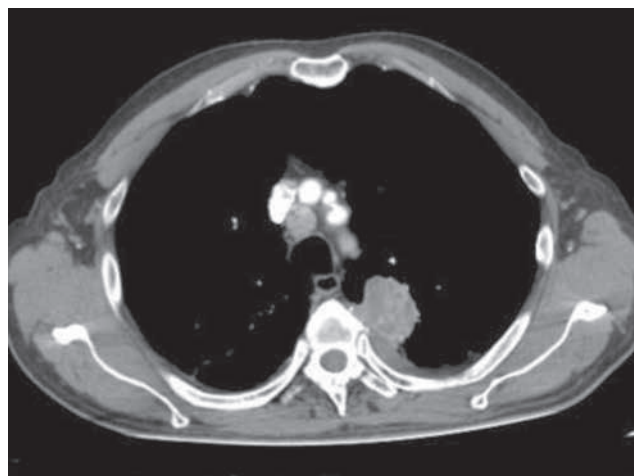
TAC tóraco-abdominal: masa de 4 cm de diámetro en el segmento posterior del lóbulo superior izquierdo, que contacta con la pleura visceral y la cisura oblicua; metástasis ósea en la vértebra T5; tumoración de partes blandas que protruye hacia la cavidad torácica.
